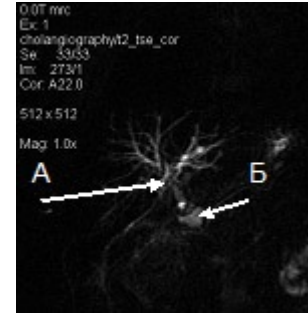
Магнитнорезонансная томограмма больной с рубцовой стриктурой билиодигестивного анастомоза. Режим T2TSE. А) Уровень стриктуры билиодигестивного анастомоза. Б) Кишка, участвующая в формировании анастомоза.
